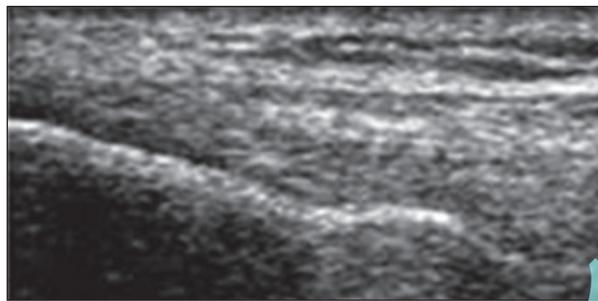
Studio ecografico: sezione longitudinale lungo il tendine dei muscoli estensori. Quadro normale, con aspetto fibrillare compatto e con margini lineari.
